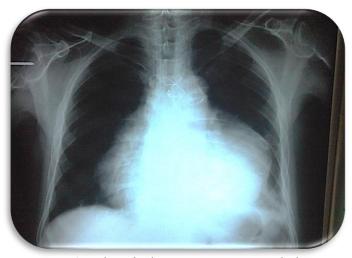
Radiografía de tórax. Posterior a retiro de drenaje torácico, mediastinal y del electrodo epicárdico transitorio en el ventrículo.
